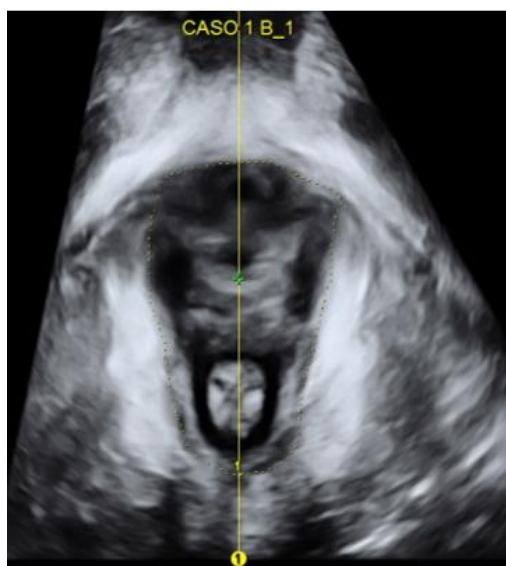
Ultrassonografia 3D do assoalho pélvico na técnica Omniview-VCI - determinação do plano de dimensões mínimas hiatal demonstrando a área hiatal Omni-VCI.
